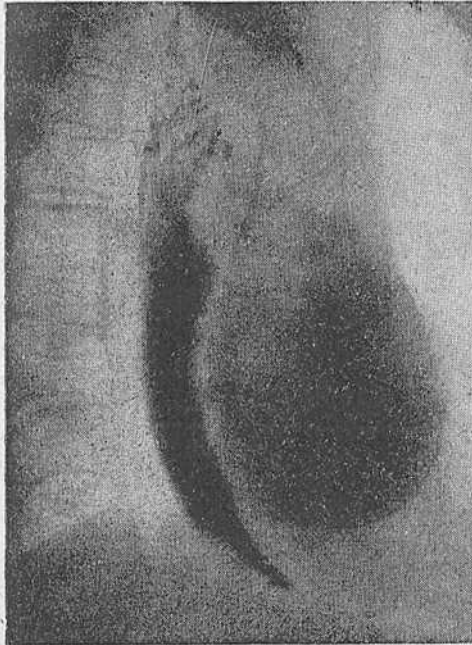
Больная С. Гипертензивный гастроэзофагеальный сфинктер. Рентгенограмма пищевода. Стойкая задержка контрастной массы над пищеводно-желудочным переходом.
